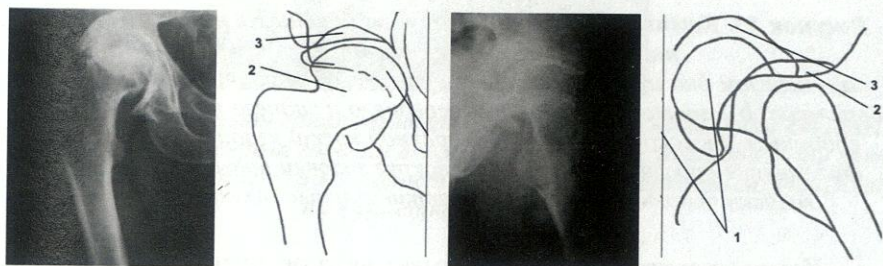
Рентгенограмма и скиаграмма больного с посттравматическим коксартрозом, который развился в результате неправильно сросшегося перелома дна и задней колонны вертлужной впадины
